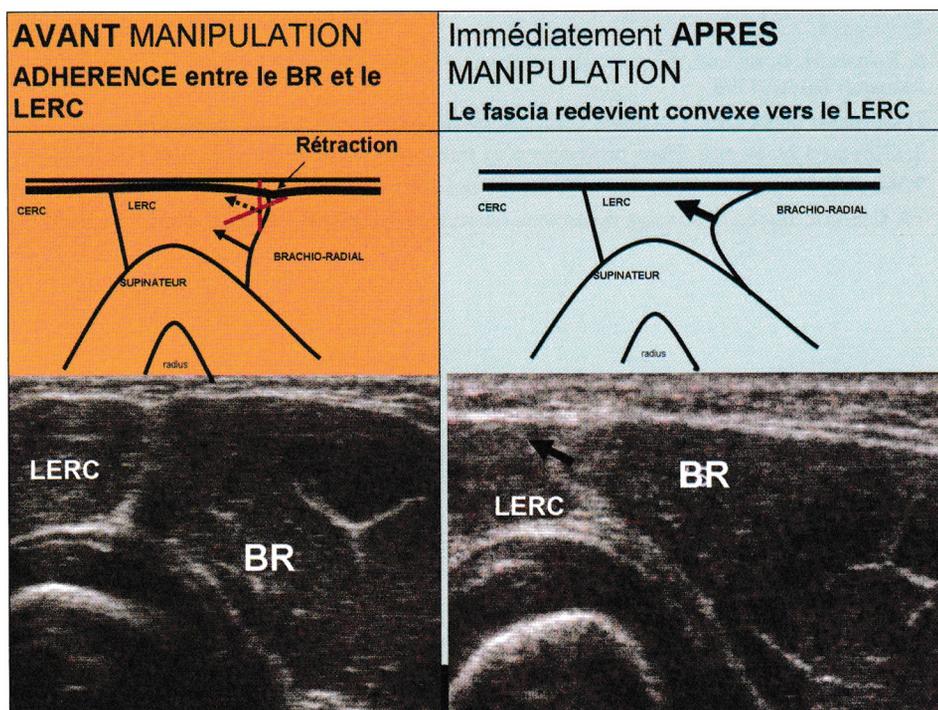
Guérison échographique : poing fermé ou pronation contrariée.
